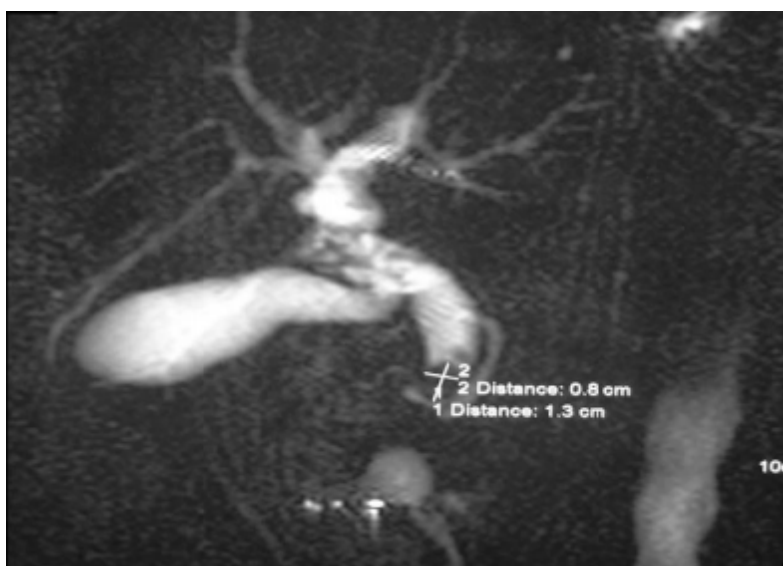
Bili-IRM : Image lacunaire indiquant une lithiase de la voie biliaire principale(24)
